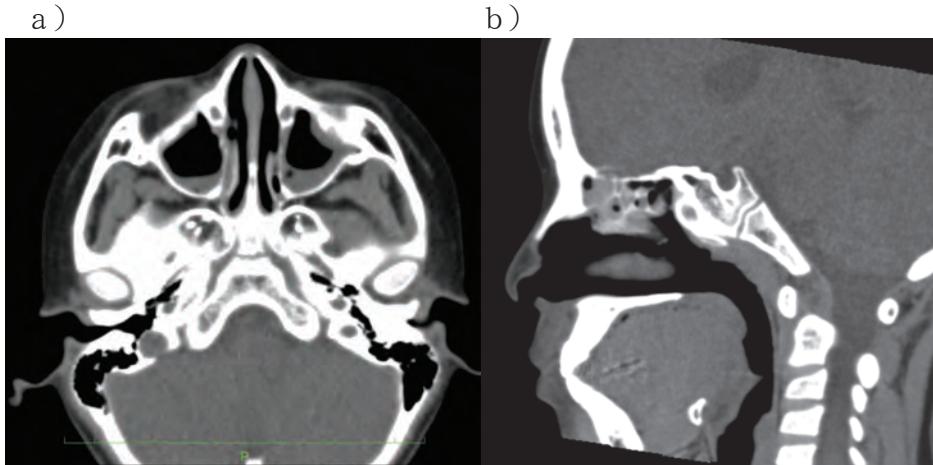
7歳11月 単純CT Thin-slice (2 mm)
